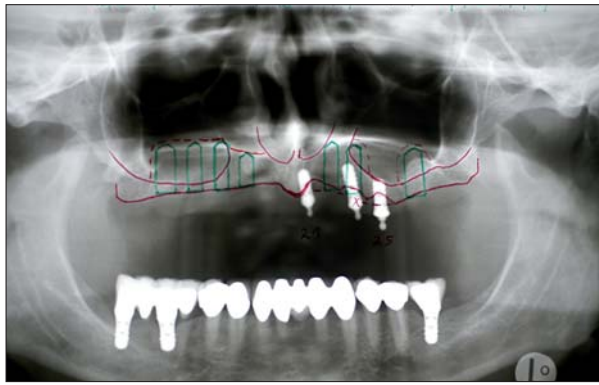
Behandlungsplanung anhand des Orthopantomogramms (OPG).
